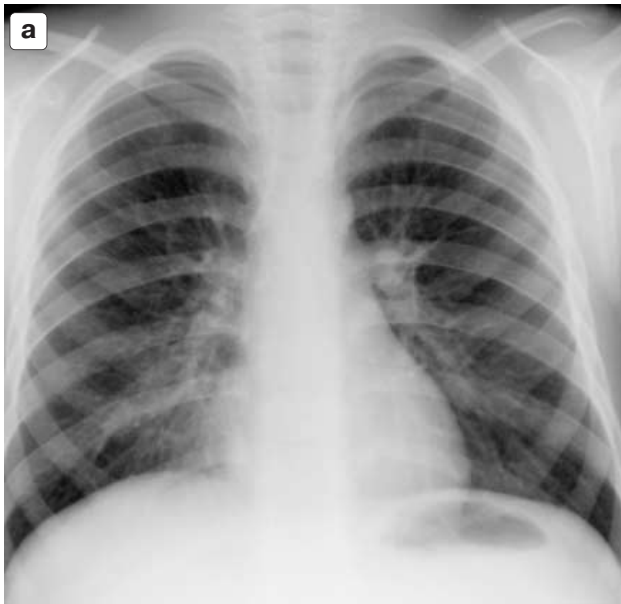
Мальчик, 9 лет. Туберкулез внутригрудных лимфатических узлов. Фаза кальцинации. МБТ+. а – цифровая рентгенограмма. В корне правого легкого множественные известковые включения. б–в – КТ. Частично и полностью кальцинированные мелкие лимфатические узлы правой пульмональной группы.
